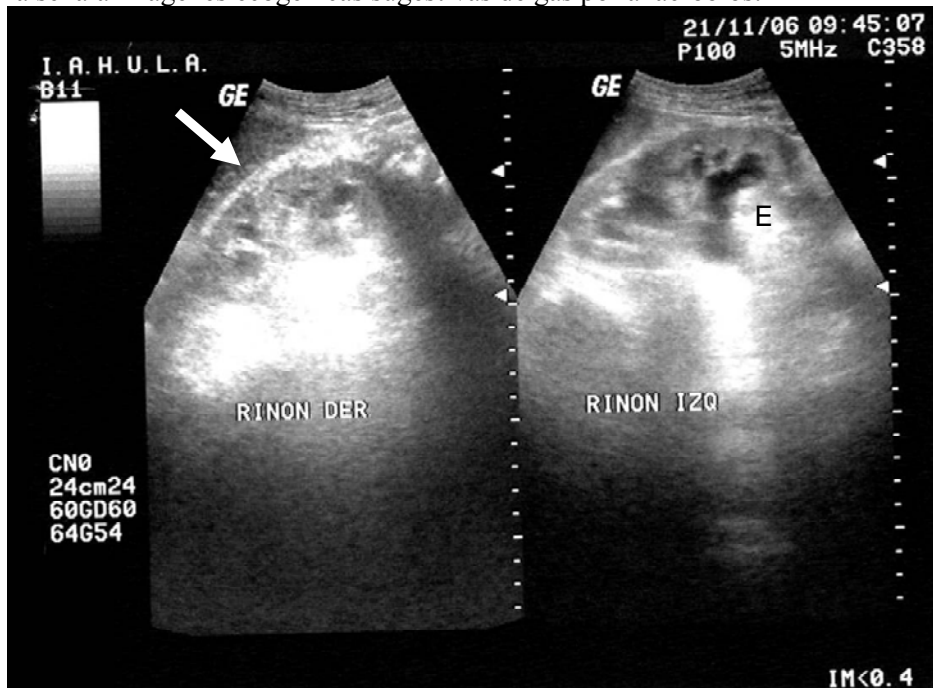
Ultrasonido renal: Riñón derecho: Se observa aumento de la refringencia de la corteza, con relación córtico-medular alterada. Riñón izquierdo: Ectasia uretra pielocalicial ©
